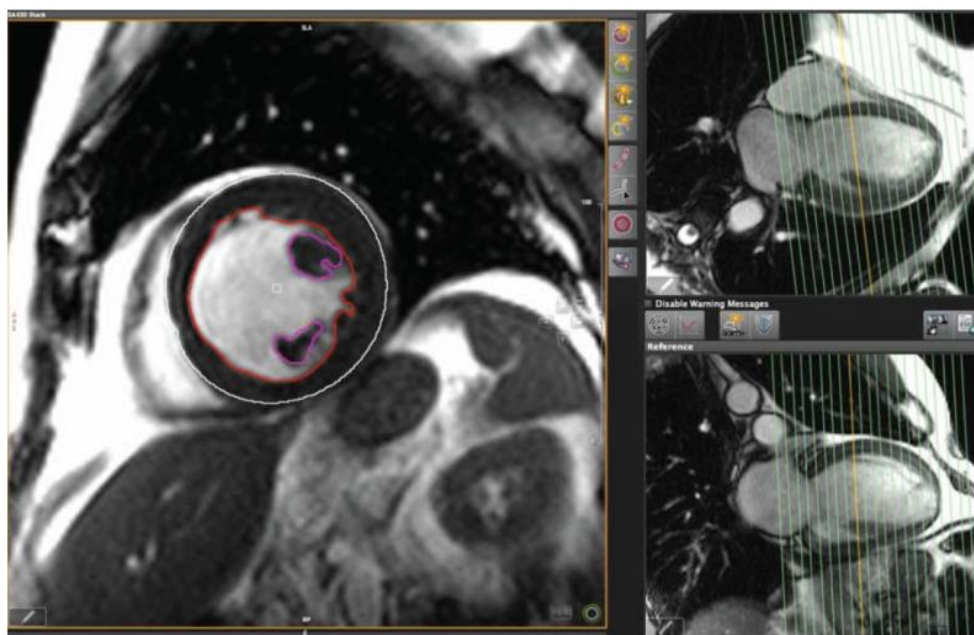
Analyse de la fonction du ventricule gauche par IRM cardiovasculaire (AX) [89]
